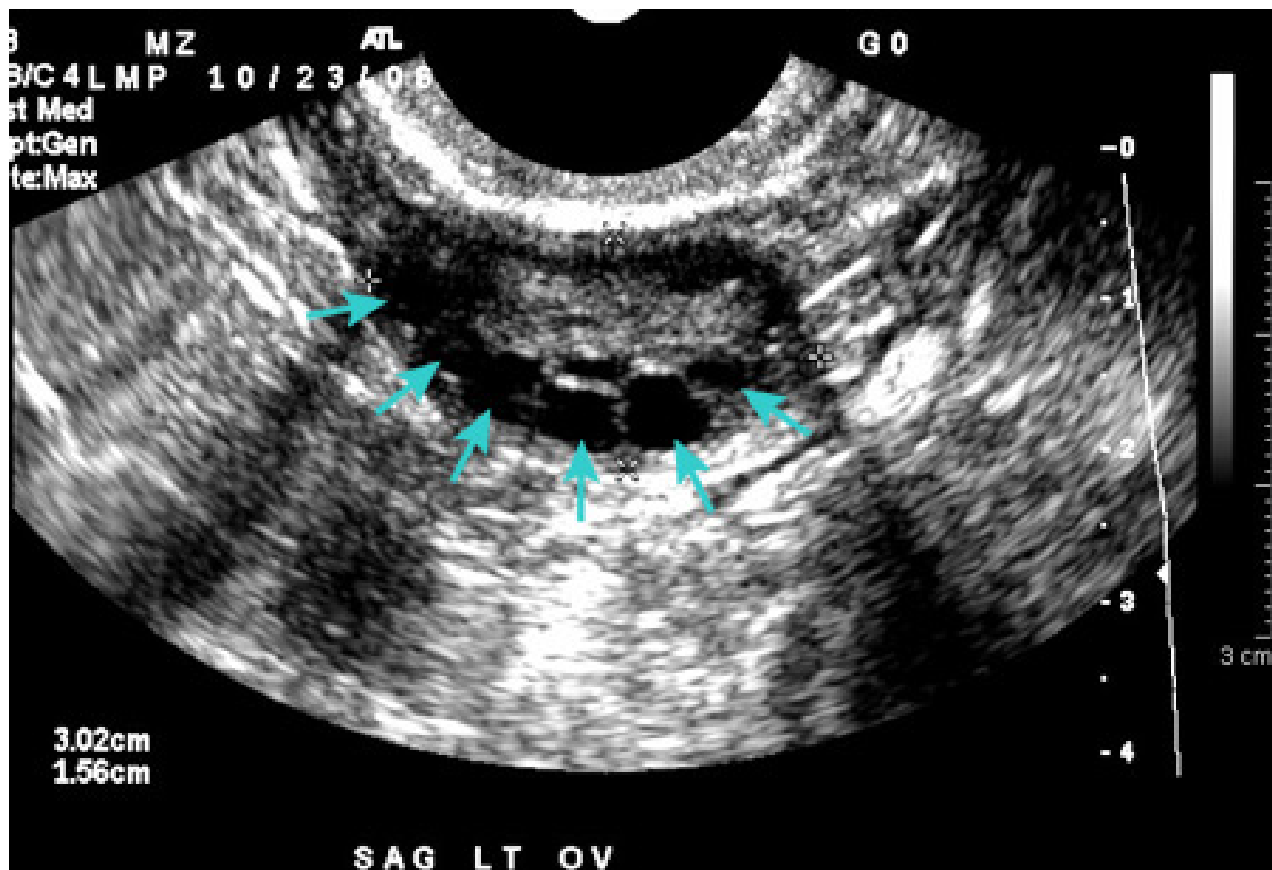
Ovário policístico na ultrassonografia
